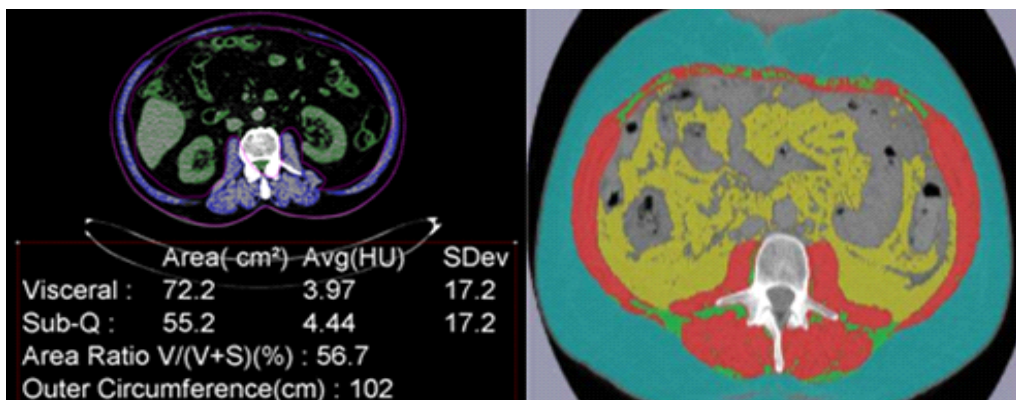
Body composition analysis using single Lumbar 3 level slice CT image
